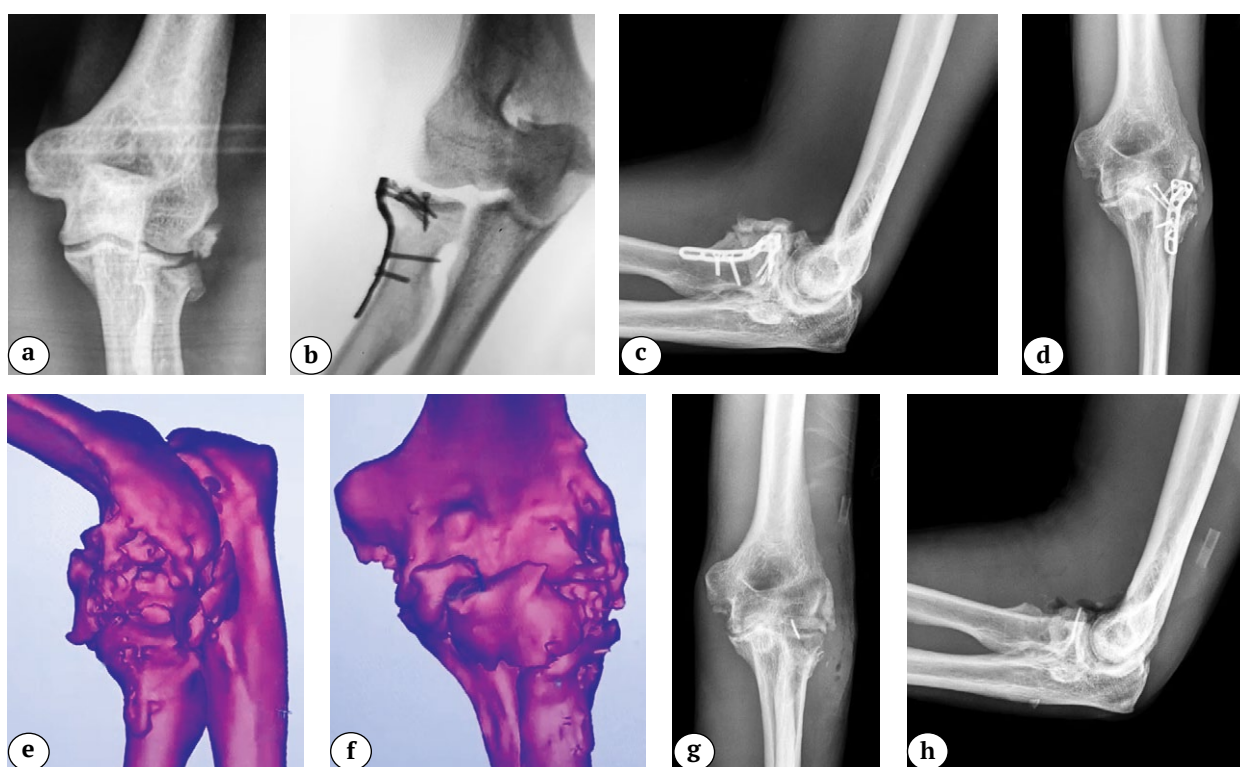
Гетеротопическая оссификация локтевого сустава у пациента с оскольчатый переломом головки лучевой кости типа Mason III после остеосинтеза пластиной и компрессионными винтами: а — рентгенограмма в прямой проекции до остеосинтеза; б — после остеосинтеза; с, d — через 6 мес. после остеосинтеза: обширная оссификация локтевого сустава; е, f — трехмерная реконструкция локтевого сустава, выполненная на основе КТ; g, h — рентгенограммы после резекции оссификатов. В ходе выполнения повторной операции были резецированы оссификаты, являющиеся причиной ограничения движений в локтевом суставе. Оссификаты, располагающиеся под коллатеральными связками, не резецировались по причине высокого риска их повреждения
